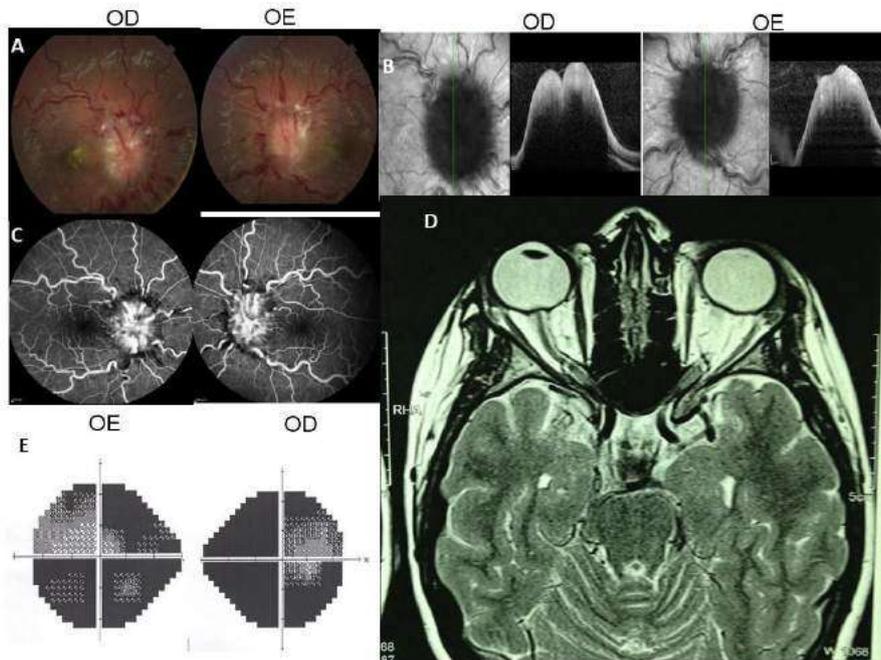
A: papiledema avançado com elevação do disco óptico, desaparecimento da escavação, obscurecimento dos vasos peripapilares, tortuosidade vascular e exsudatos na área macular; B: OCT mostra espaço hiperefletivo triangular com elevação do disco óptico e desaparecimento da escavação em AO; C: angiofluoresceinografia revela vazamento do contraste nos discos ópticos e tortuosidade vascular em AO; D: RM de crânio em corte axial mostrando achatamento no polo posterior do globo ocular e proeminência dos espaços liquóricos e edema nas bainhas dos nervos ópticos em AO; e E: CV computadorizado com perda do CV periférico e remanescente do CV central em AO. OD: olho direito, OE: olho esquerdo, AO: ambos os olhos, OCT: TC de coerência óptica, CV: campo visual.
